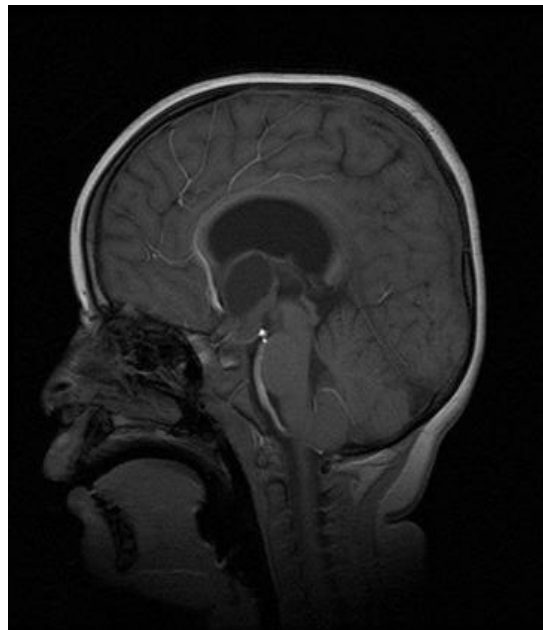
Image IRM montrant un craniopharyngiome
